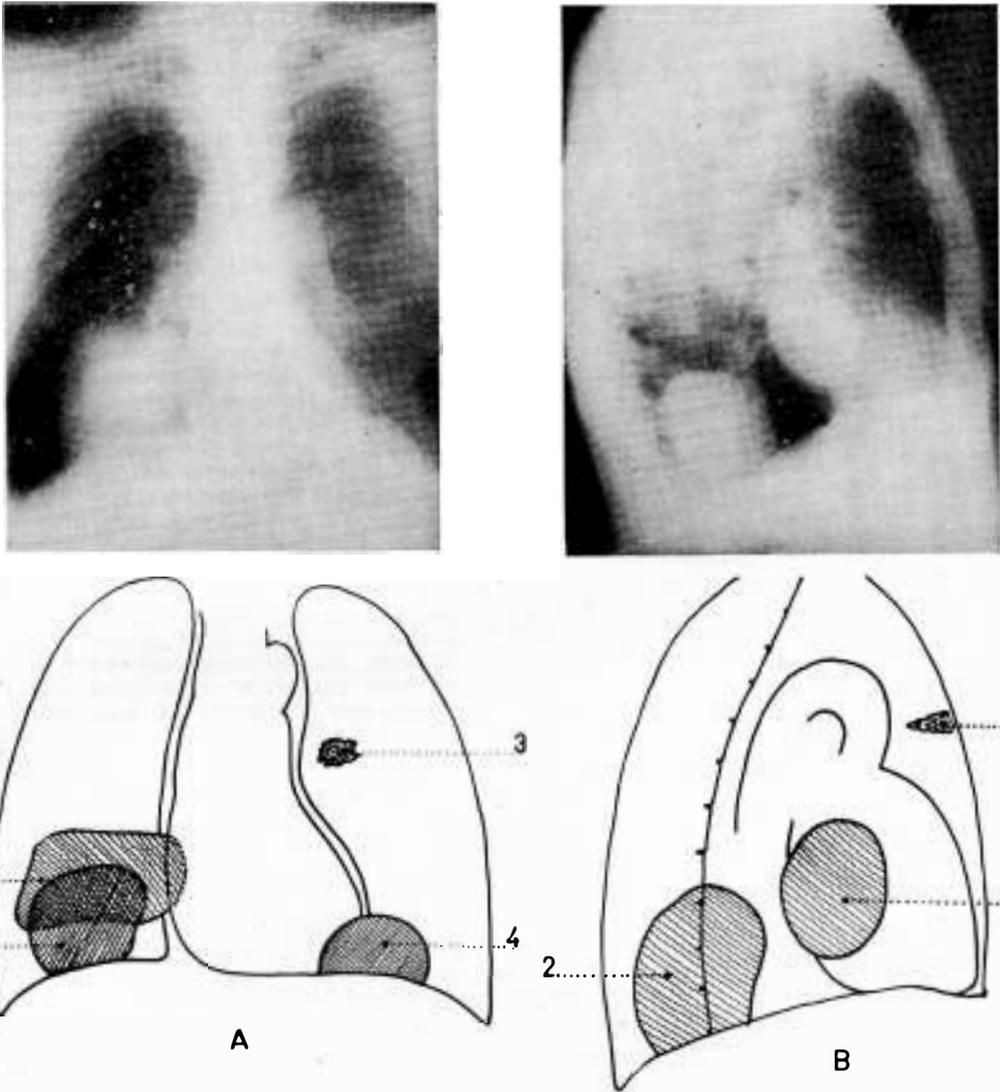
A-B.—PREOPERATORIO (Radiografías simples y su representación esquemática). 1) Quiste hialino del lóbulo medio (10 cmt.). 2) Quiste hialino del lóbulo inferior (10 cmt.). 3) Retención de membrana (lóbulo superior izquierdo). 4) Quiste hialino del diafragma (8 cmt.).
